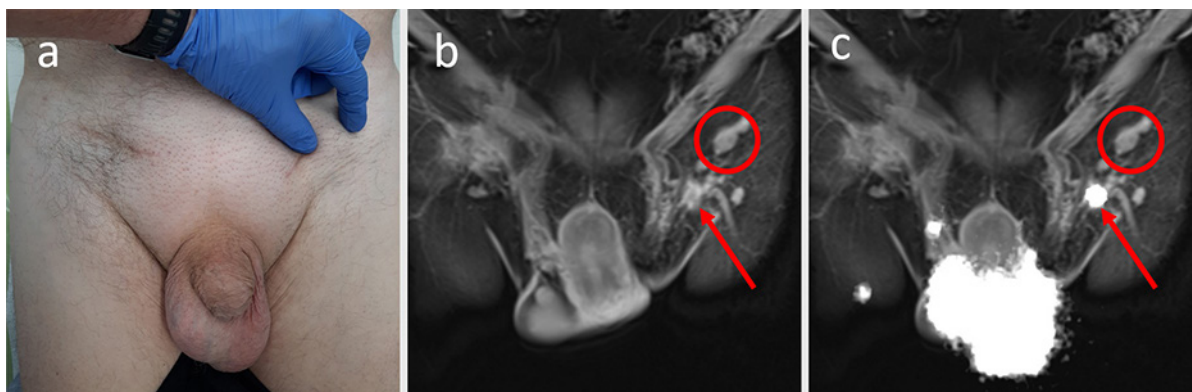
Stejný pacient jako na předchozím obrázku, 6 měsíců po provedeném výkonu. a) Hmatná uzlinová metastáza v levém třísele. b) MR zobrazení metastaticky postižené uzliny (zakroužkováno) kraniolaterálně od místa původně scintigraficky označené uzliny odebrané k biopsii, nyní zde jen poresekční změny (šipka). c) Zobrazení polohy uzlin překrytím obrazu původní scintigrafie a nové MR
